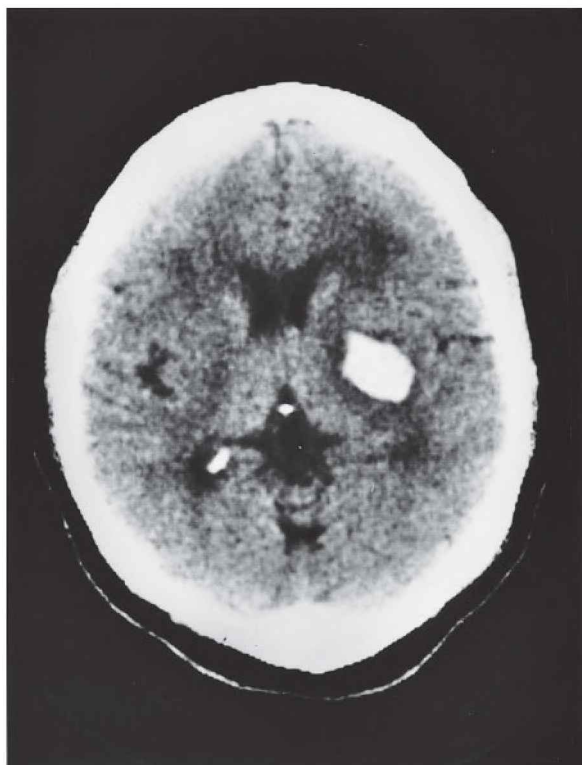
Figura C-11 Tomografia computadorizada mostrando uma hemorragia (área branca) no putame. (Reproduzida, com permissão, de Allan J. Schwartz.)
